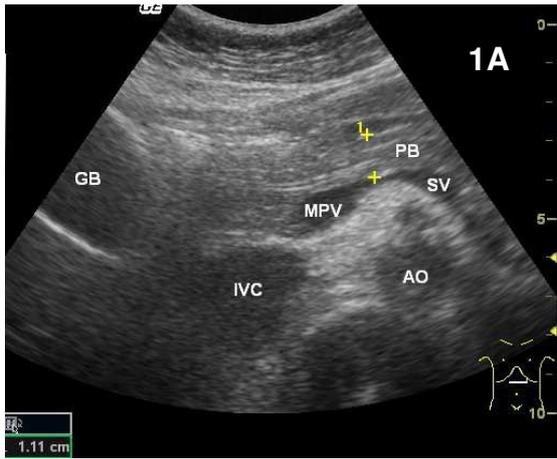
正常胰臟超音波圖。 1A：中年婦女之上腹部橫切面顯示胰臟體部（PB）約 1.1cm 厚度（前後徑），中間有 1-2mm 管狀結構即為主胰管。 1B：上腹部斜切面可將胰頭、頸、體部一起呈現。胰頭中間管狀結構即總膽管末端（CBD）。
